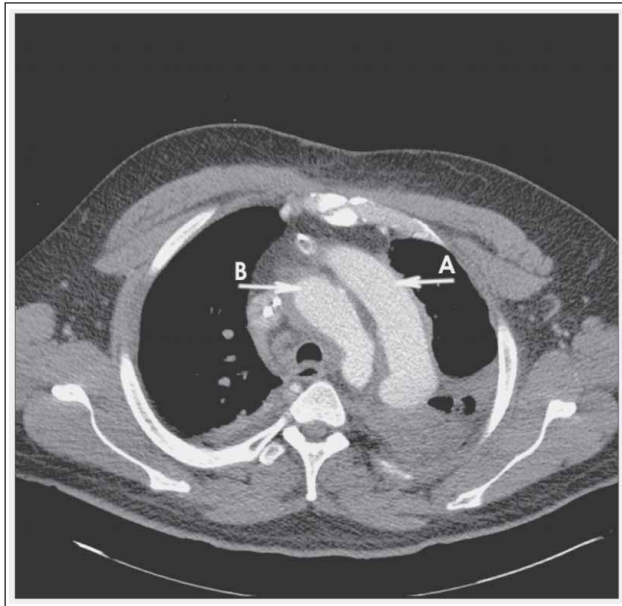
Das CT-Bild am 5. postoperativen Tag (Nebenbefund: postoperative Pleuraergüsse) täuscht 2 Aortenbögen vor: die extraanatomische Prothese (Pfeil A) befindet sich lateral, der native Aortenbogen (Pfeil B) bis zum Abgang der linken A. subclavia stellt sich medial dar.
